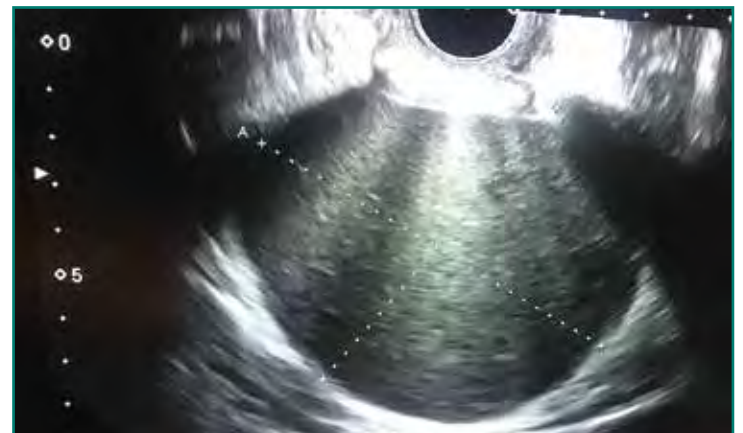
Ecografía transvaginal: endometrioma de 9 cm.
